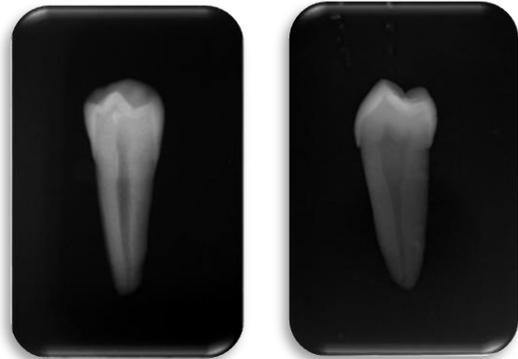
y 5 Radiografías iniciales
